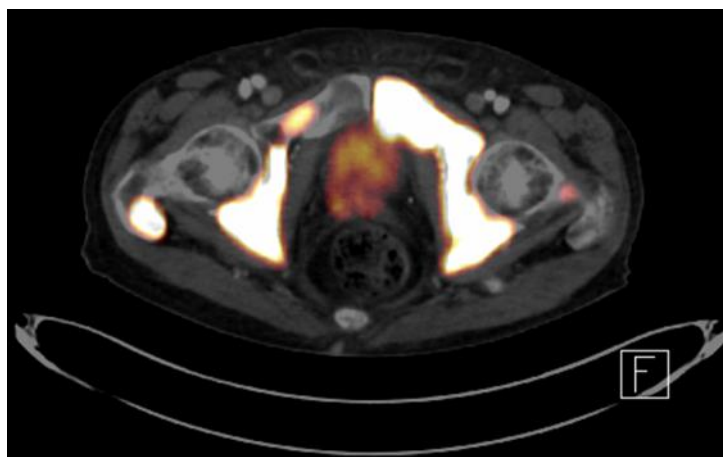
PSMA-PET-CT-Querschnitt mit Nachweis einer ausgedehnten, ossären Metastasierung des Beckenskeletts mit hoher PSMA-Expression
